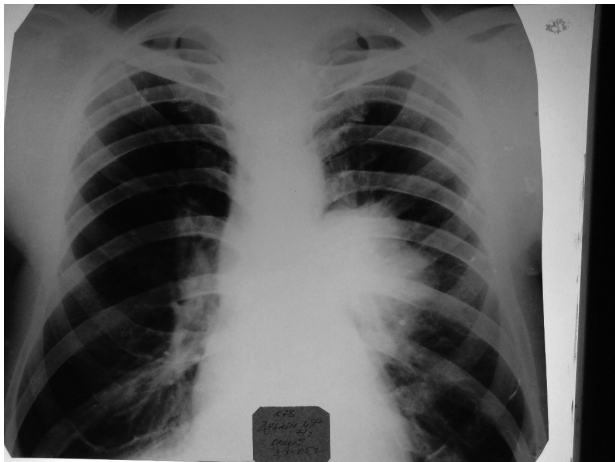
Пряма рентгенограма (а) та томограма (б) легенів хворого Д. при першому зверненні 03.10.2005 р.
